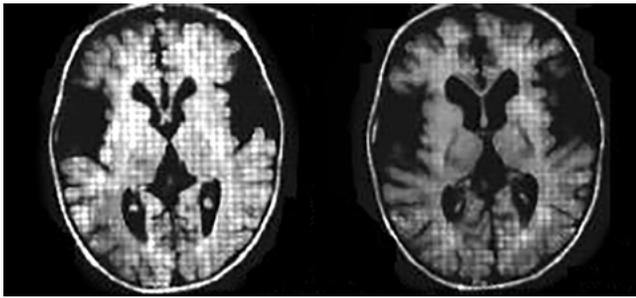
МРТ пациента М. «Эффект надкушенного яблока»
